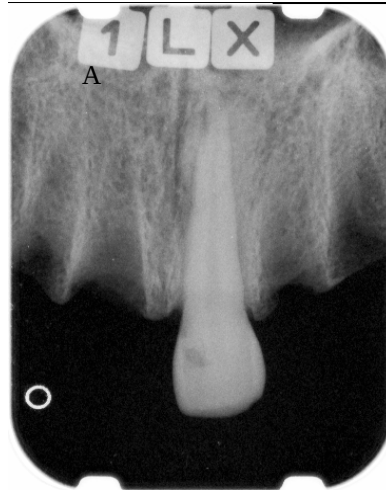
Radiografia obtida. (A)- Código da radiografia informando o número do dente , a presença ou não de reabsorção simulada e o grau de reabsorção.
